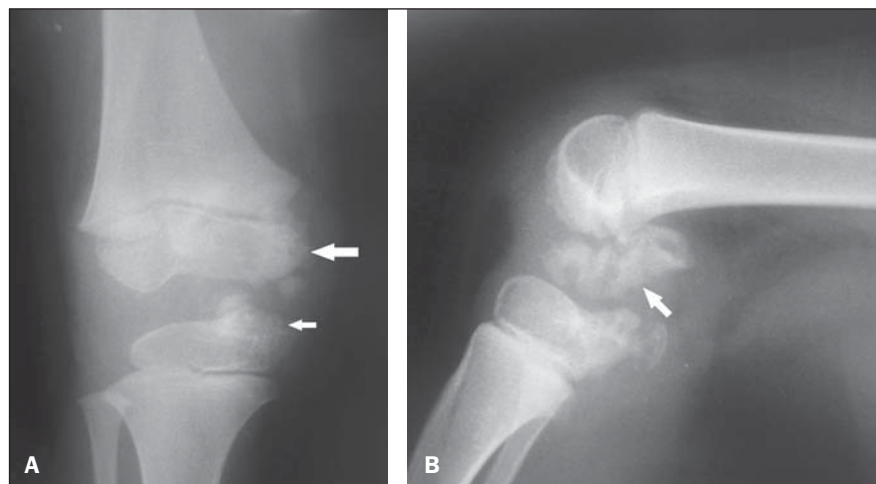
A: Radiografia do joelho em anteroposterior mostrando irregularidades nas superfícies articulares com calcificações junto às epífises do fêmur distal (seta maior) e tíbia proximal (seta menor). B: Radiografia do joelho em perfil identificando exuberantes calcificações no espaço articular (seta).
